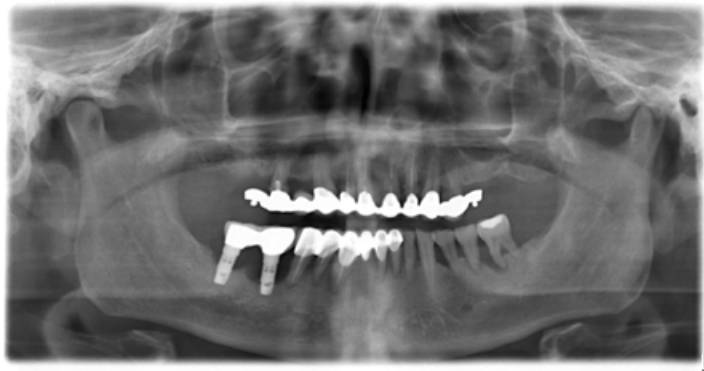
Radiographie panoramique initiale du cas clinique 2.
